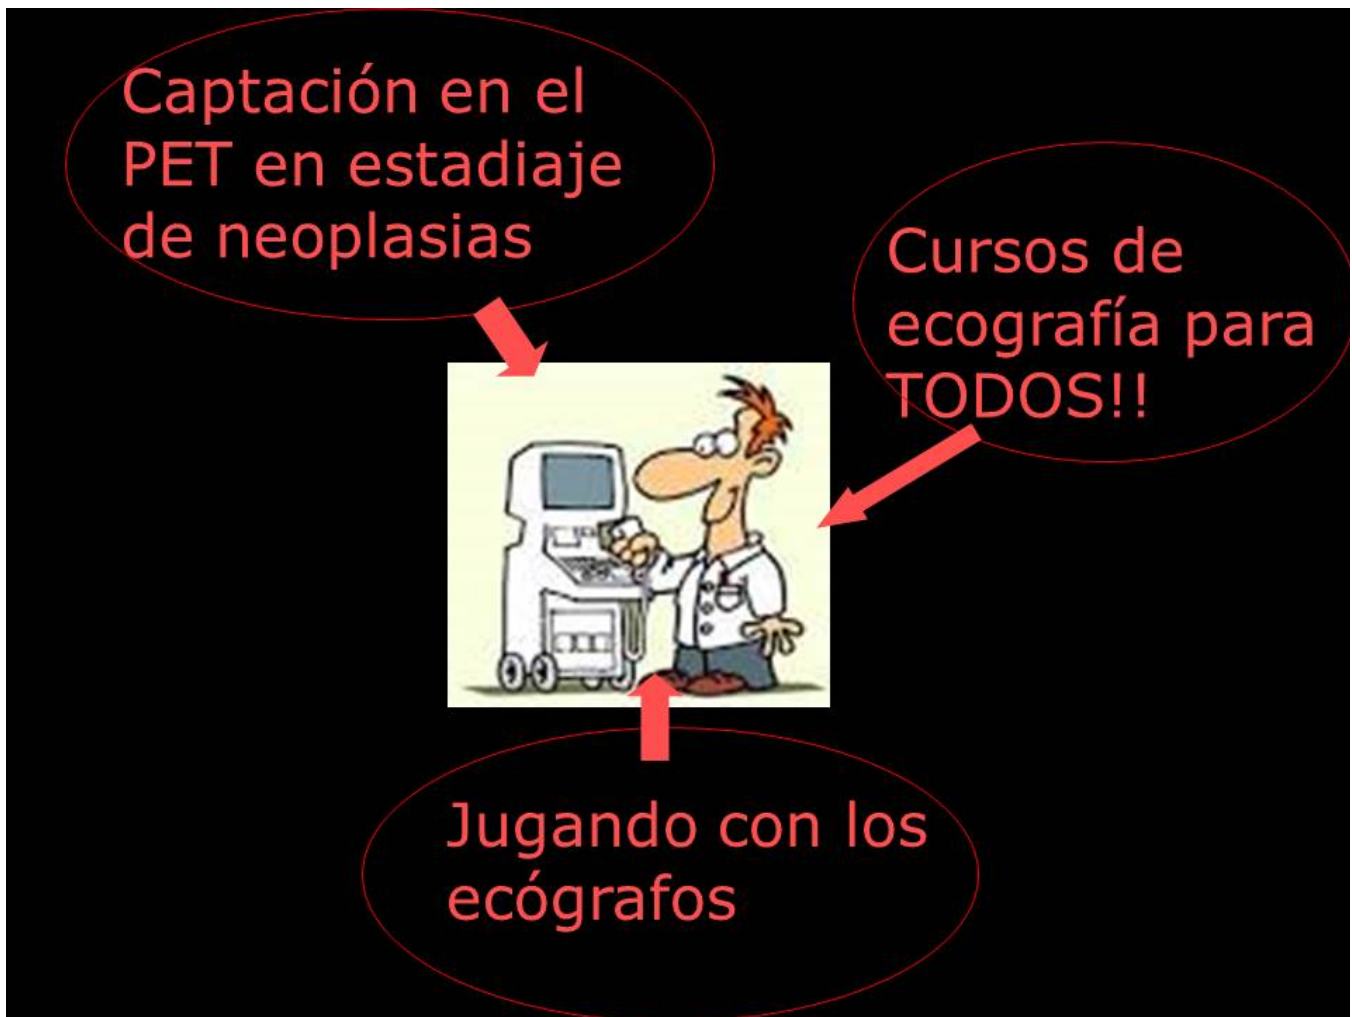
Cada vez es más frecuentes que realicemos ecografías a pacientes no derivados por un médico, si no porque es un hallazgo por otras técnicas de imagen, como el PET, o probando ecógrafos que cada vez es más frecuentes en otras especialidades, y el nódulo tiroideo es un hallazgos, sin un estudio adecuado de analítica, hormonas tiroideas...
